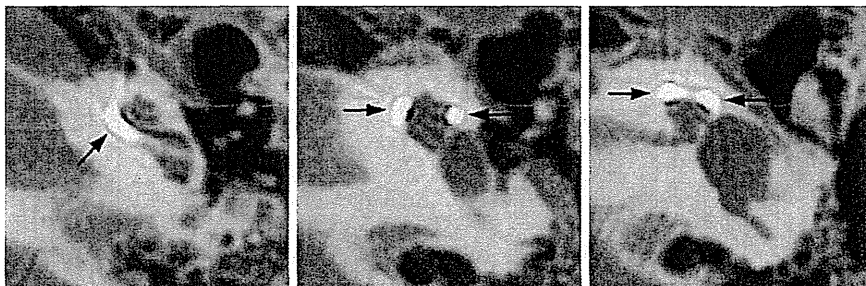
症例4のCT画像による電極の挿入位置(矢印は電極の位置を示す)
